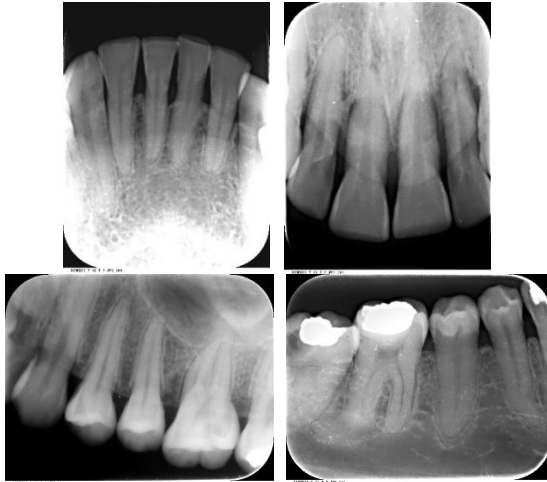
Muestra Radiografías Periapicales
